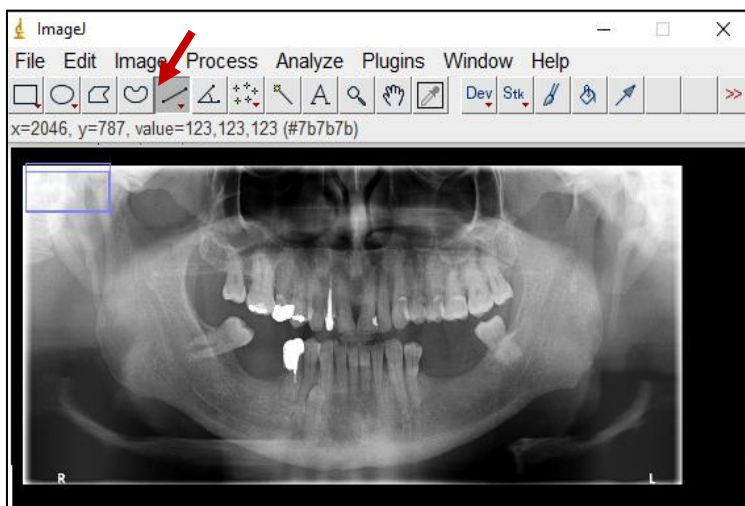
Uma das radiografias panorâmicas da amostra, conforme visualizada no software ImageJ. Na barra de ferramentas, encontra-se selecionado o botão da ferramenta (*Measure*) utilizada para mensuração (seta).
